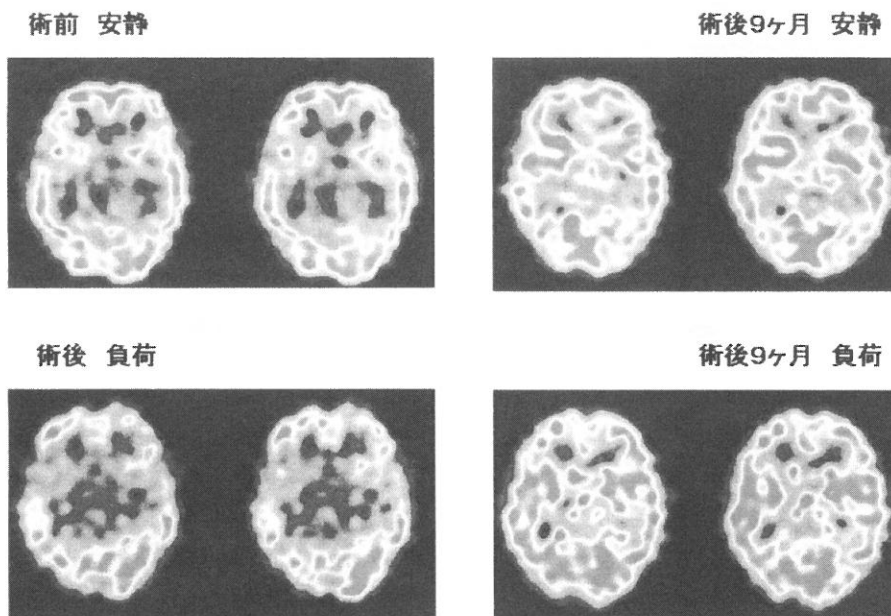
SPECT images of case 2.
